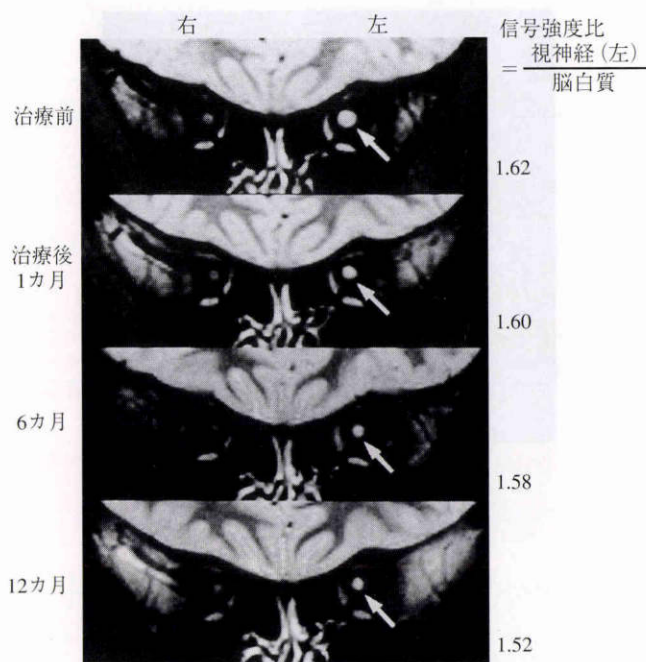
症例7の核磁気共鳴画像(MRI)の short inversion time inversion recovery (STIR)法による視神経冠状断像と視神経と脳白質の信号強度比。
